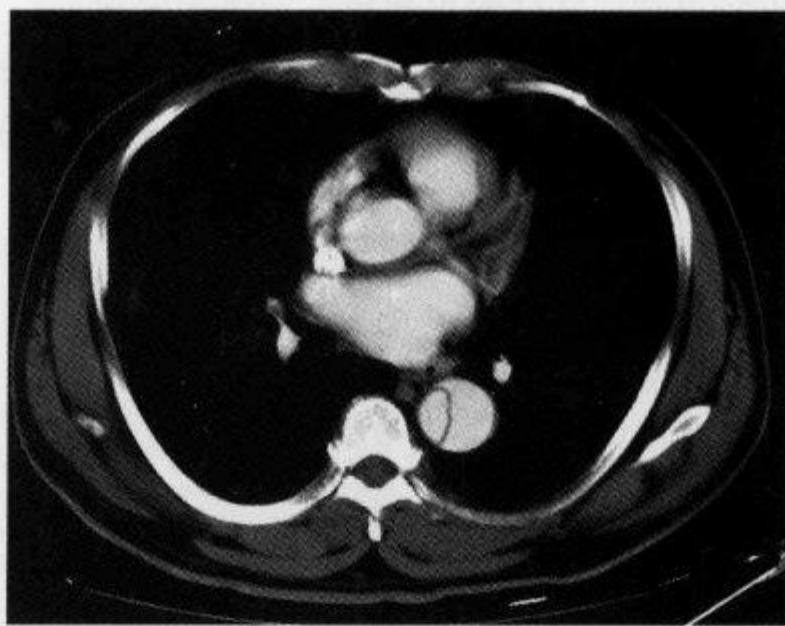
主动脉夹层患者,胸部 CT 增强扫描示“双腔征”
